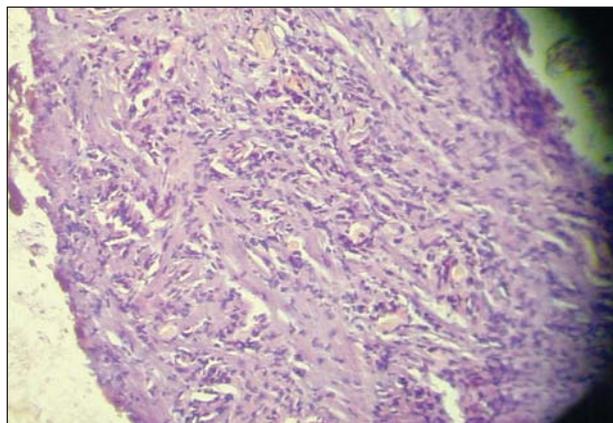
Полноценная грануляционная ткань на 9-е сут. регионарной инфузии. Окраска гематоксилином и эозином по Ван Гизону. Ув. $\times 160$
